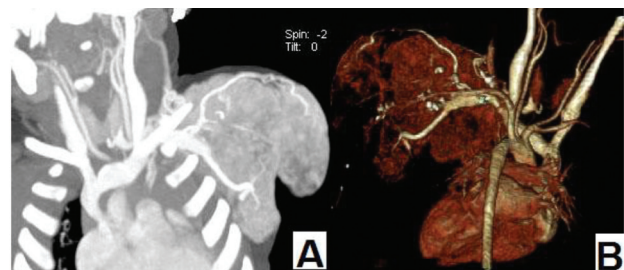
Дівчинка К., 8 місяців, гемангіома м'яких тканин передньої поверхні грудної клітки та плеча. КТ: мал. А- тонкий МІР та мал. В - VRT-реконструкції. Кровопостачання та дренажування гемангіоми забезпечується за рахунок a.et v.subclavia.
